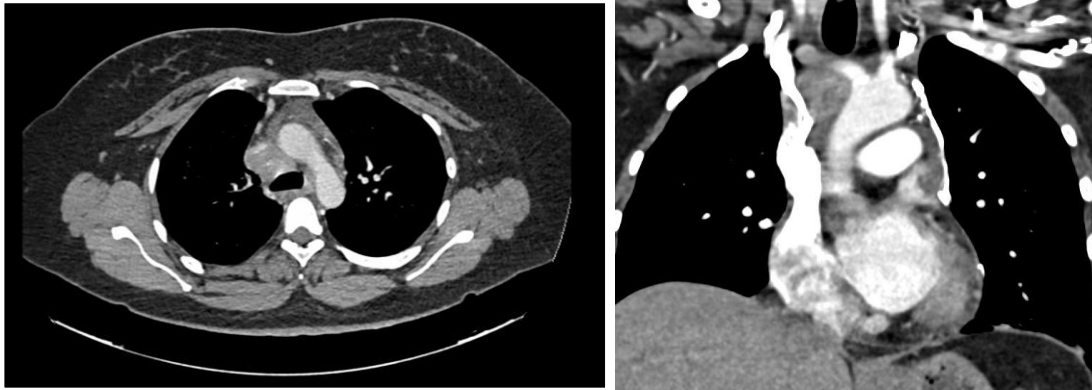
TC de tórax (Día 1).
